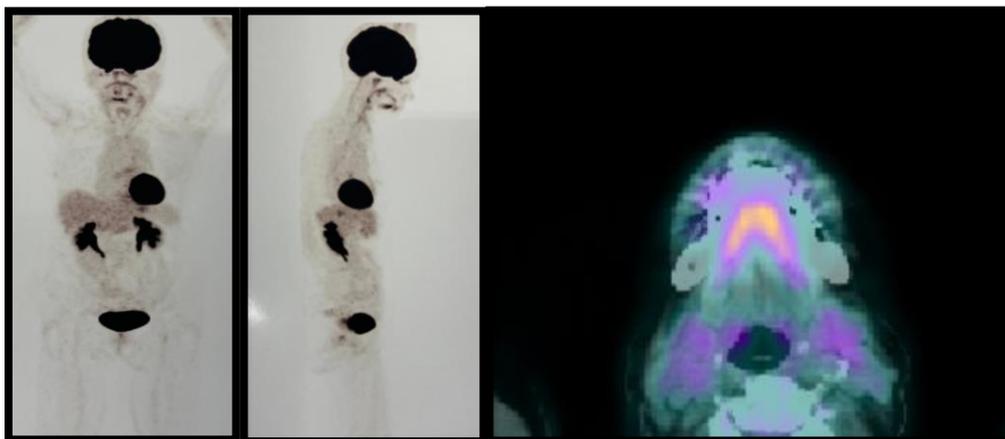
Imagens PET/CT em 06/03/2024.
